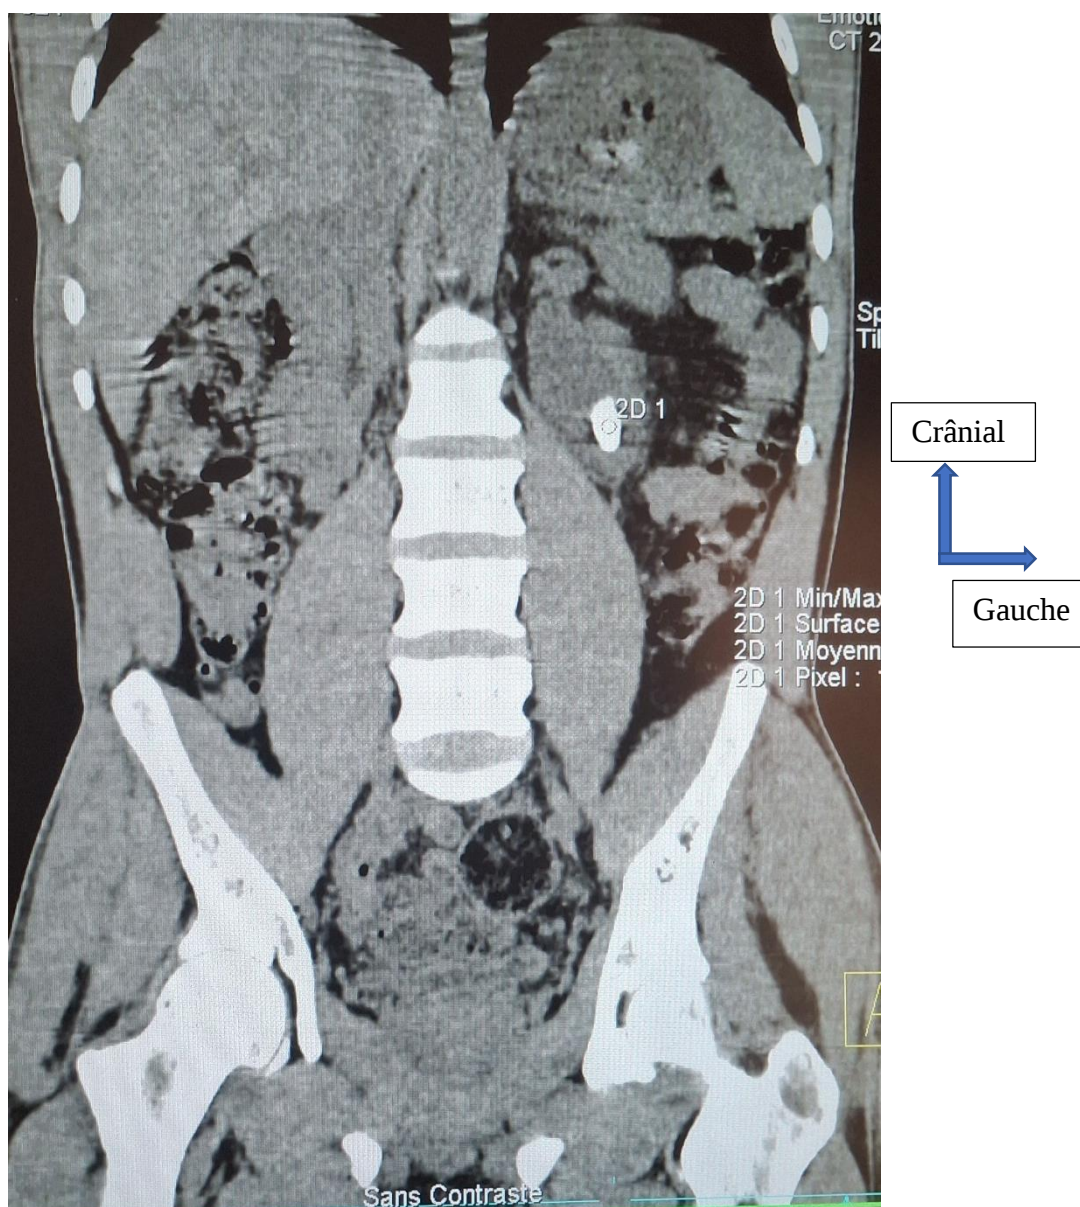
Uro- TDM en reconstruction coronale avant injection de PDC montrant un calcul ovalaire spontanément hyperdense (1342 UH) au niveau du groupe caliciel moyen gauche mesurant 18,7 mm.
